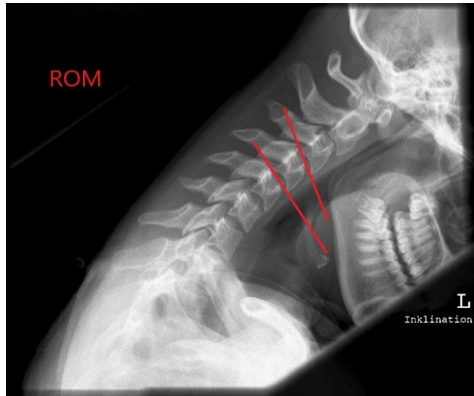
Grafische Darstellung der ROM in Inklination im Röntgen der HWS im seitlichen Strahlengang
